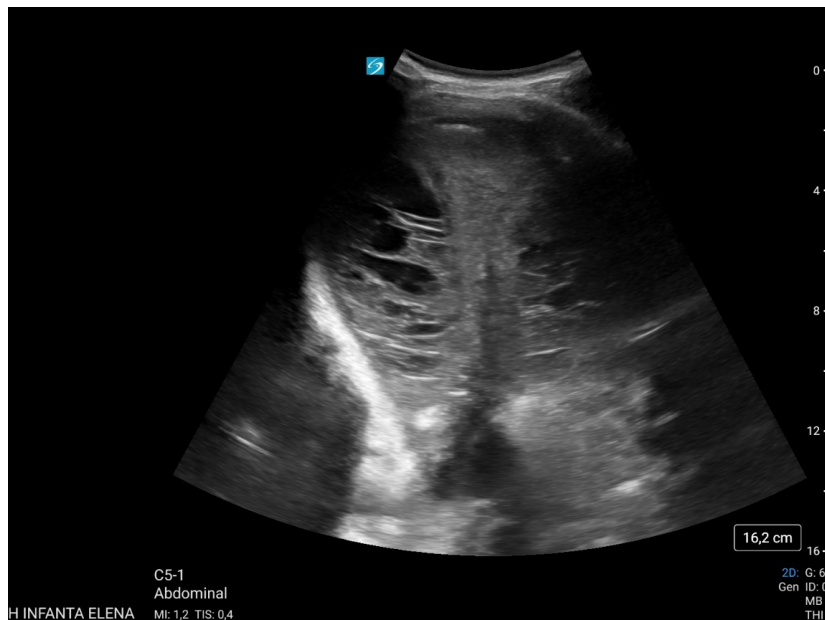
Ecografía con sonda cóncava con derrame pleural organizado
